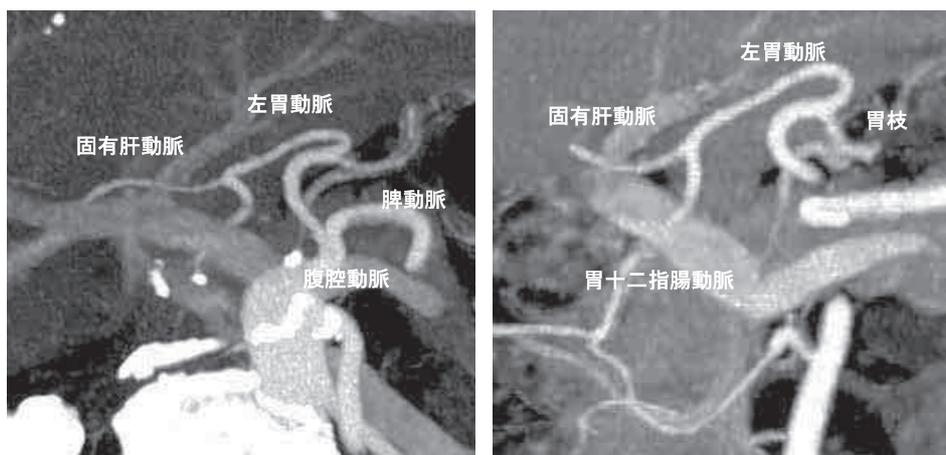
腹部造影CT所見：総肝動脈は確認されず，左胃動脈から肝動脈が分岐しており，Adachi VI型26群の腹腔動脈分岐パターンを呈した。
